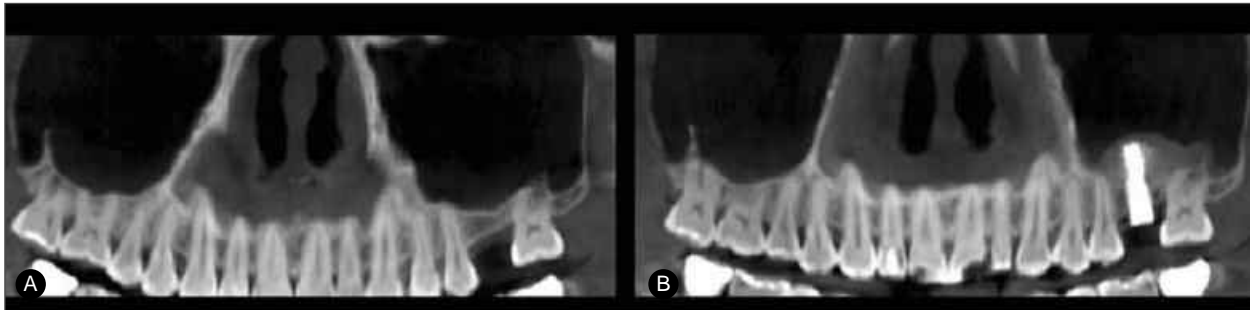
Comparison of preoperative and postoperative panoramic CBCT. Sinus elevation from water pressure was evident in CBCT. Patient didn't complain any pain and swelling on the next day. She had only very minor discomfort because minimally invasive sinus augmentation was performed.
